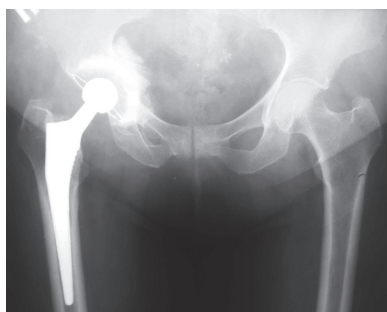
Продолжение. Рентгенограмма через год после операции
